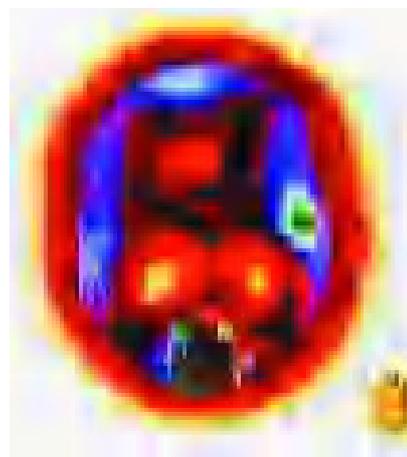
Estudio de PET en paciente con acúfeno evocado por la mirada (caso 1). En la imagen A, se muestra la imagen de actividad cerebral en un paciente con acúfeno leve en la mirada central. En la imagen B, el acúfeno se incrementa de intensidad al orientar la mirada a la derecha, provocándose una inhibición de actividad en el lóbulo temporal y parietal izquierdo.
